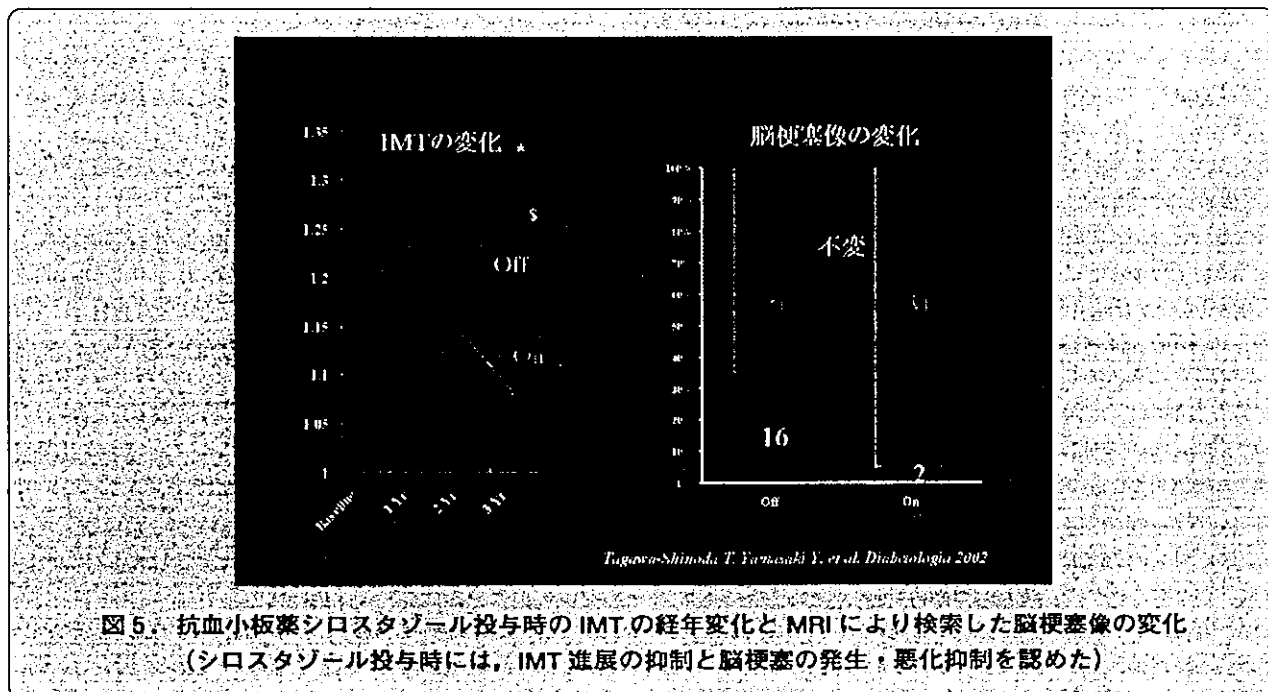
抗血小板シロスタゾール投与時のIMTの経年変化とMRIにより検索した脳梗塞像の変化 (シロスタゾール投与時には、IMT進展の抑制と脳梗塞の発生・悪化抑制を認めた)
